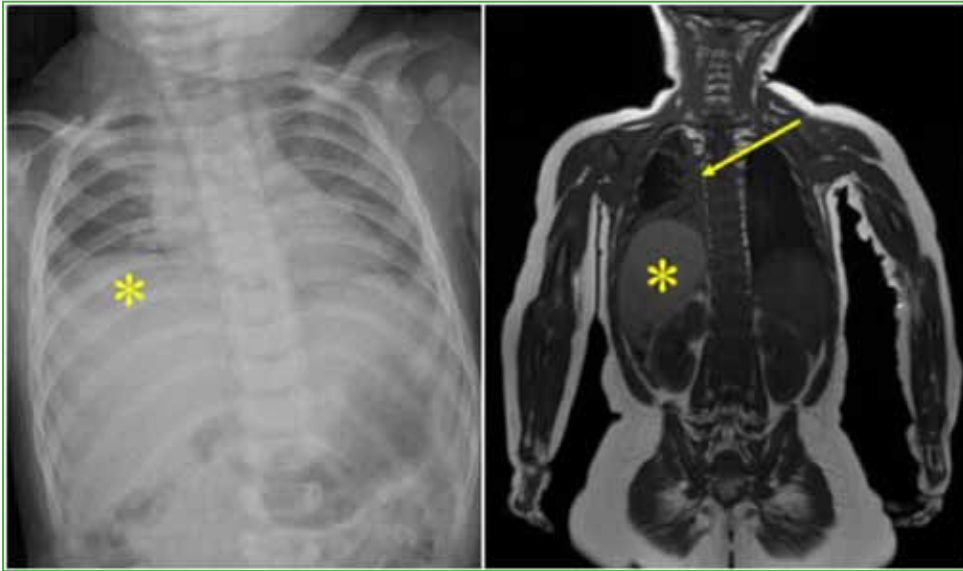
Radiografía de tórax, de frente y resonancia magnética de cuello y tronco, corte coronal. Parálisis del hemidiafragma derecho por compromiso del nervio frénico relacionado con la metámera C4. Nótese la elevación del hígado (asteriscos amarillos), el colapso del pulmón y las atelectasias (flecha amarilla).
